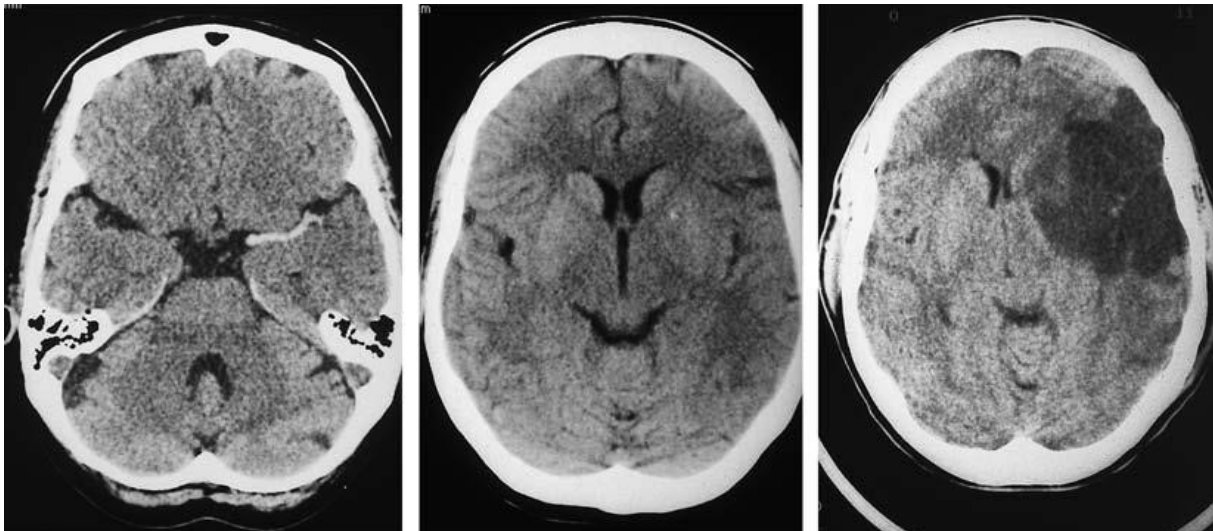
Frühe Infarktzeichen in der CT bei akutem Verschluss der linken A. cerebri media. Axiale Nativ-CT. Links: Zeichen der hyperdensen Media (Thrombus im Stamm der A. cerebri media). Mitte: Hypodensität im Striatum und in der Inselrinde links mit Verengung der Inselzisterne etwa 6 Stunden nach dem Insult. Rechts: großer, jetzt scharf demarkierter Mediainfarkt (Territorialinfarkt) nach 7 Tagen (Greten H. 2010).
